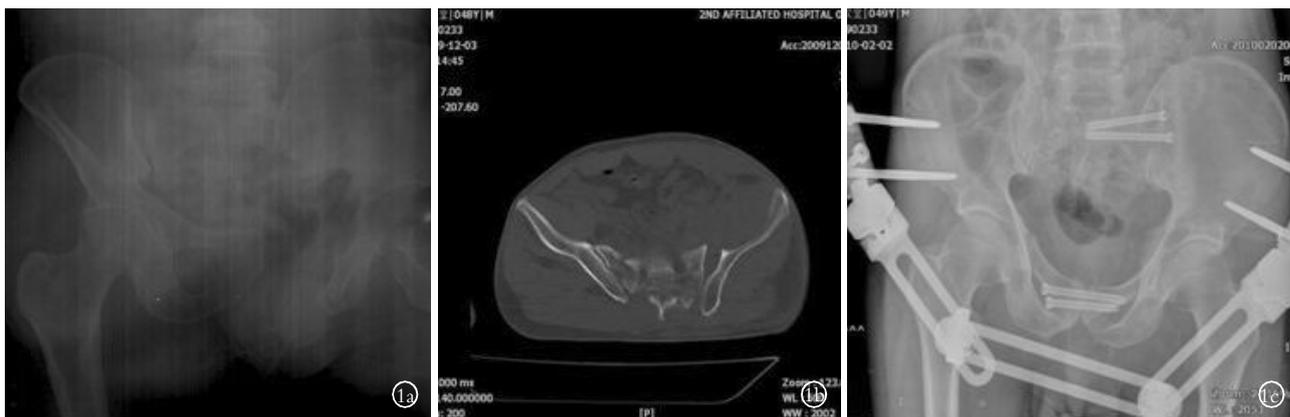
患者,男,48 岁,骨盆骨折 Tile C 型 1a,1b. 术前骨盆正位 X 线及 CT 示左侧骶髂关节脱位,耻骨联合分离 1c. 术后 1 d 骨盆 X 线示骨折取得良好复位,螺钉置入位置准确 1d. 术后 1 年骨盆 X 线片显示骨折愈合
